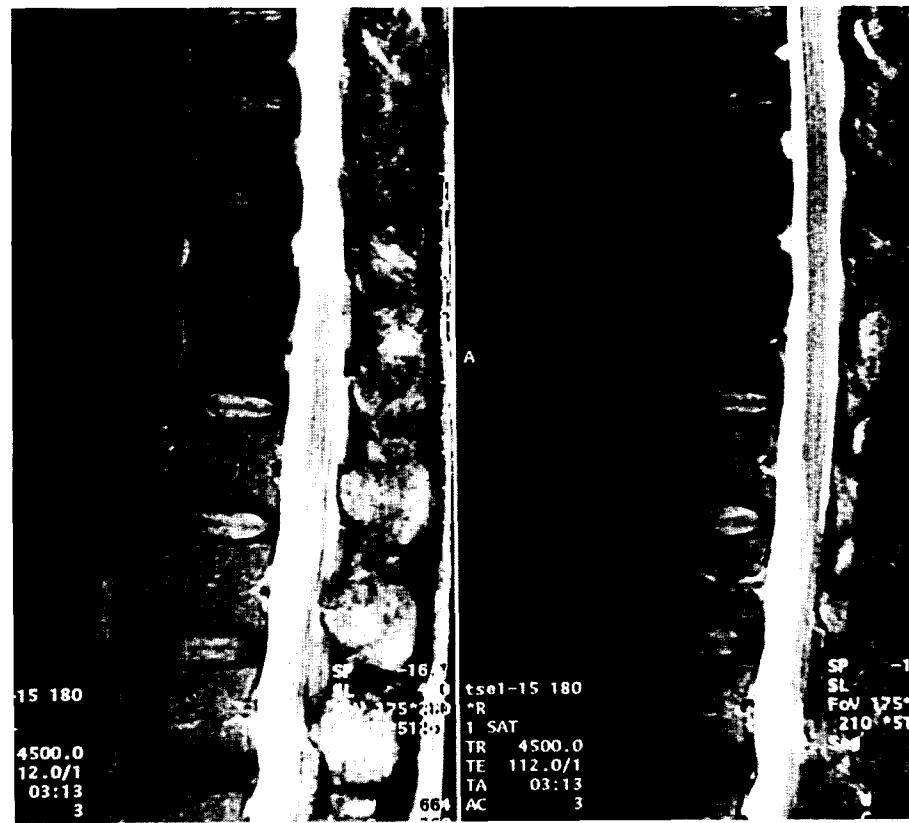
Myeloid depletion secondary to radiation therapy. This 56-year-old man underwent radiation therapy for lymph node metastases in the paraaortic region at T11 level from the rectal cancer. The sagittal T2-weighted(TR/TE, 4500/112) MR image of dorsolumbar spine shows sharp border of marrow replacement with fat of high signal intensity below T10 level within the radiation field and preservation of intermediate cellular marrow signal intensity in the adjacent upper dorsal spinal marrow.
